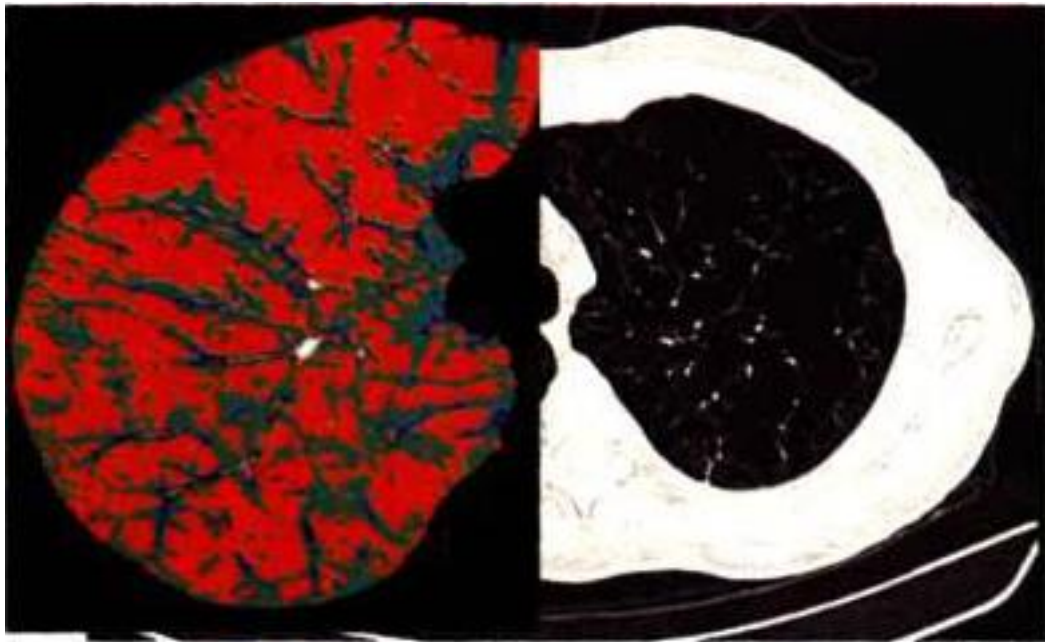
Комп'ютерна томограма легких пацієнта В., 55 років
